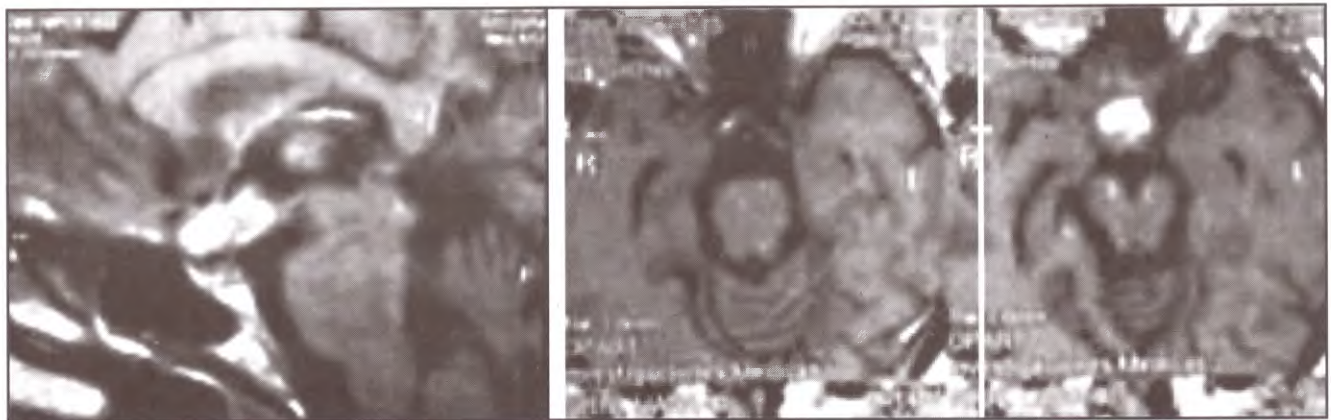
2002, IRM bajo tratamiento corticoide.
